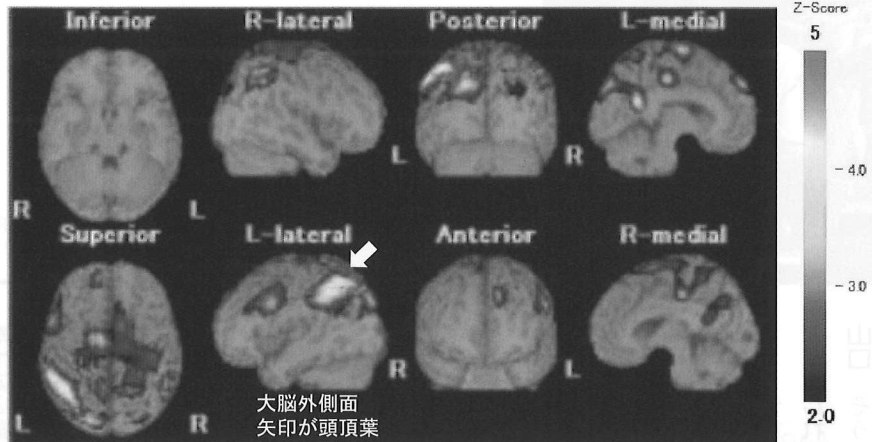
図 アルツハイマー型認知症の脳血流SPECT画像所見(テクネシウム99mで標識したトレーサーで撮影した後統計解析ソフトeZISで処理した画像で、血流低下部位がカラー表示されるが、本図は白黒変換画像のため白色部で血流低下が強い
